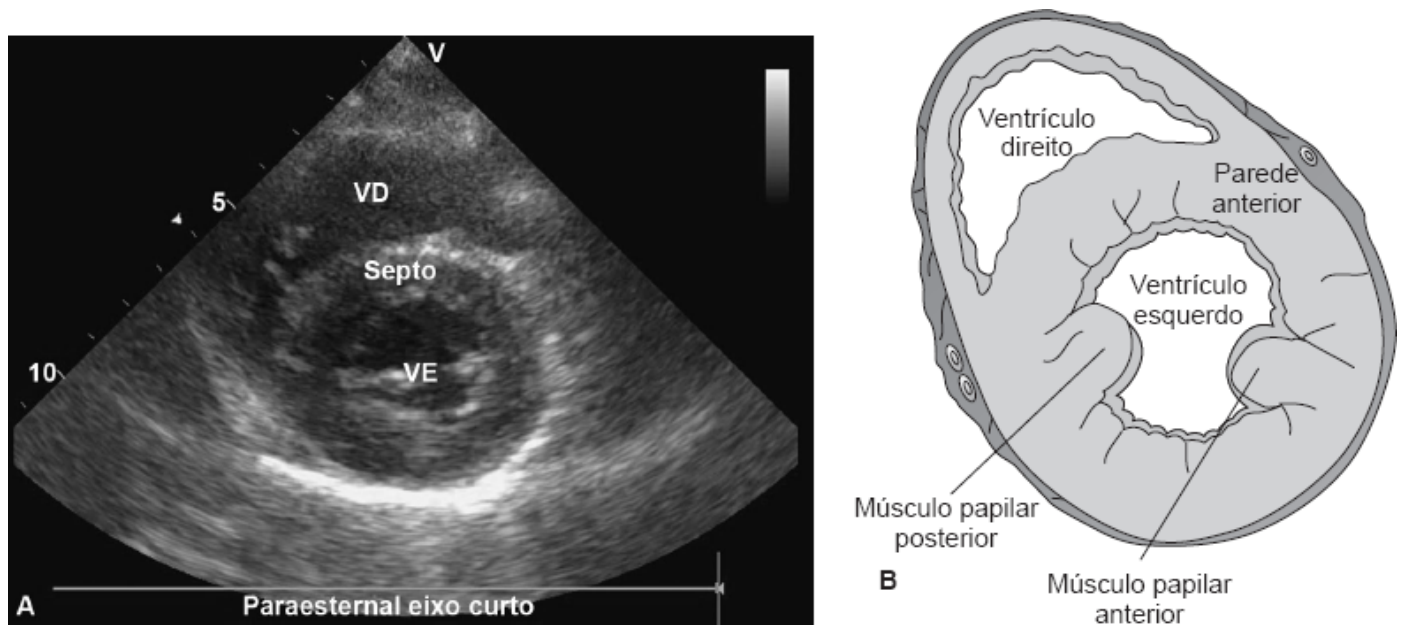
A e B. Plano paraesternal, com obtenção do eixo curto. VD = ventrículo direito; VE = ventrículo esquerdo. Adaptada de Atlas of ecocardiography (2013).²²
